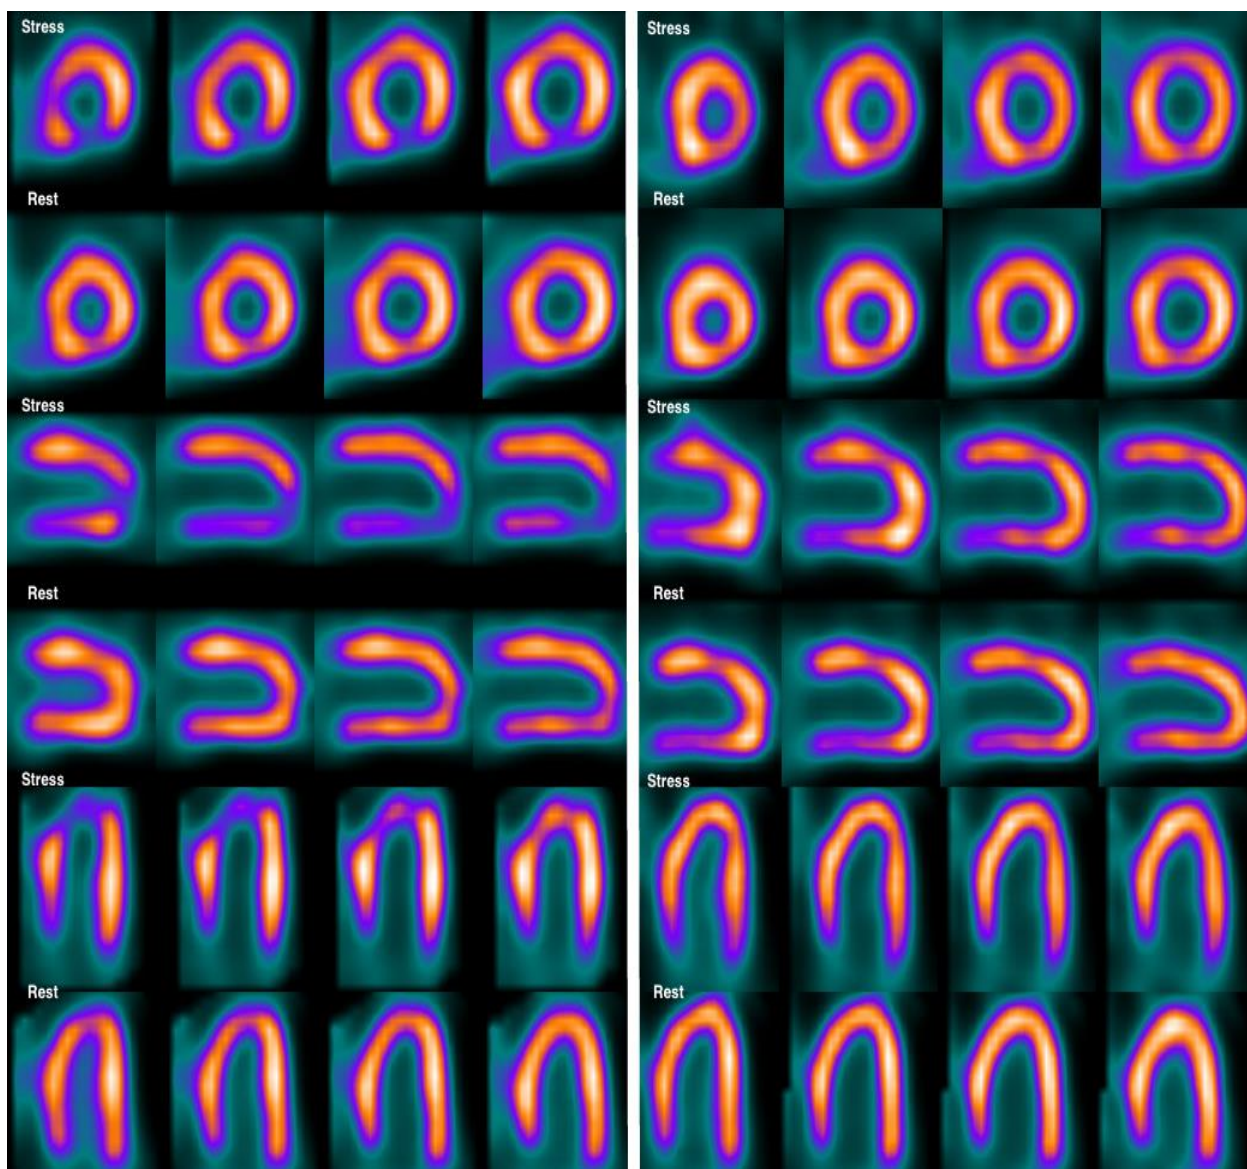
Динамика стабильного дефекта перфузии в основной и контрольной группах исследования.
